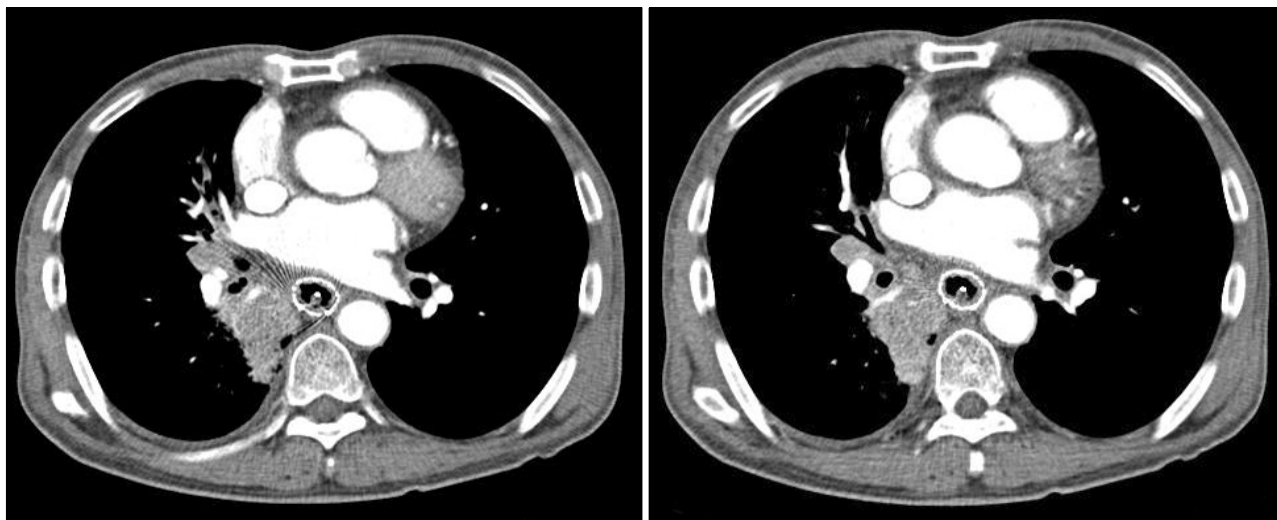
Chest CT findings. Follow-up chest CT scan shows resolution of esophageal fistula and improving state of aspiration pneumonia.
